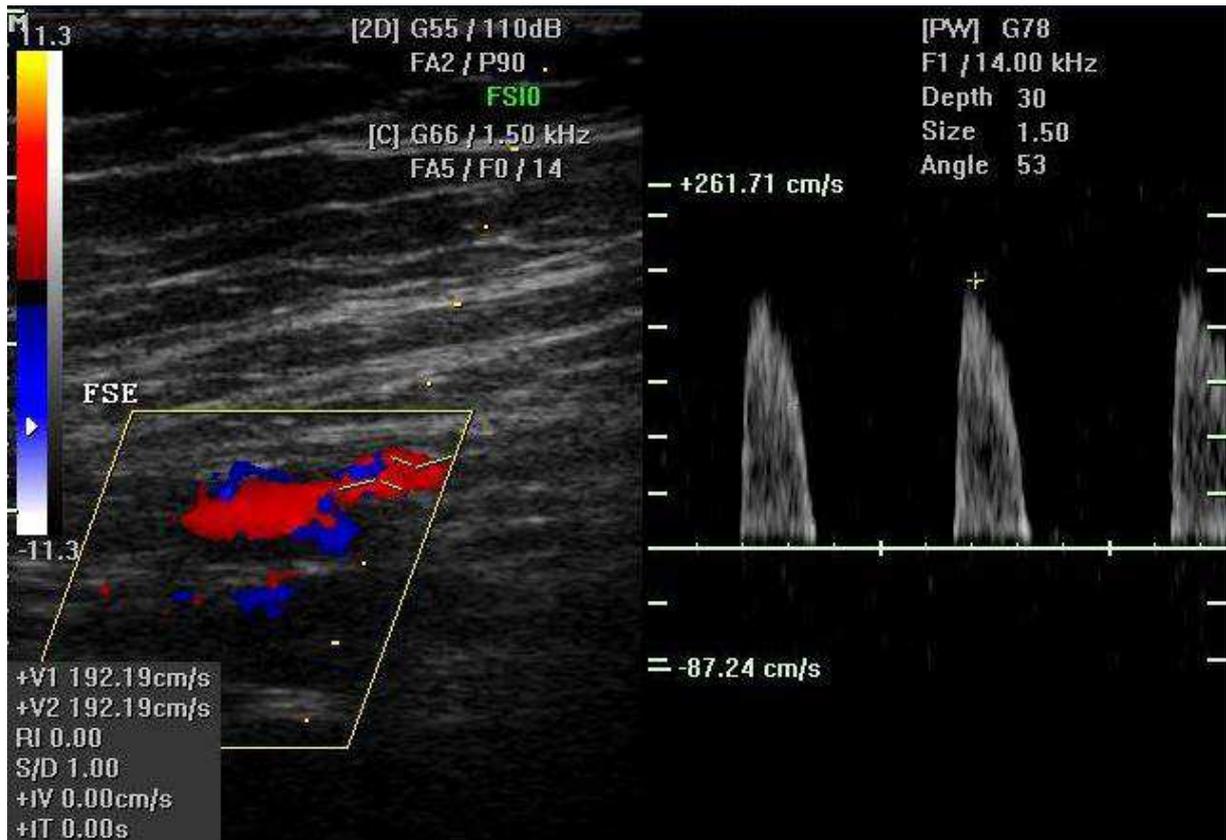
Imagem de Doppler (Própria)
